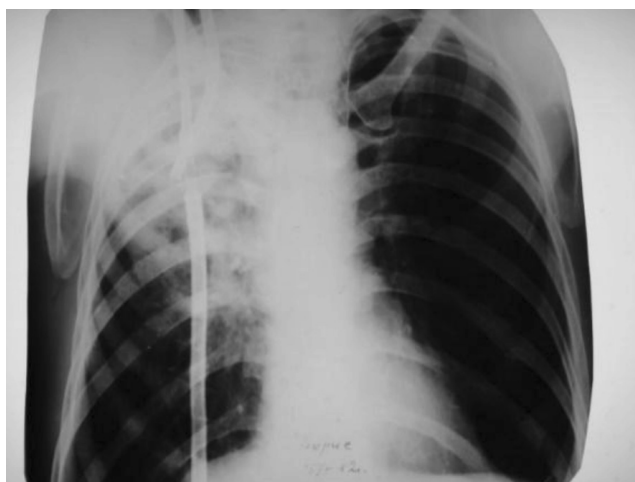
Обзорная рентгенограмма пациента Б.
